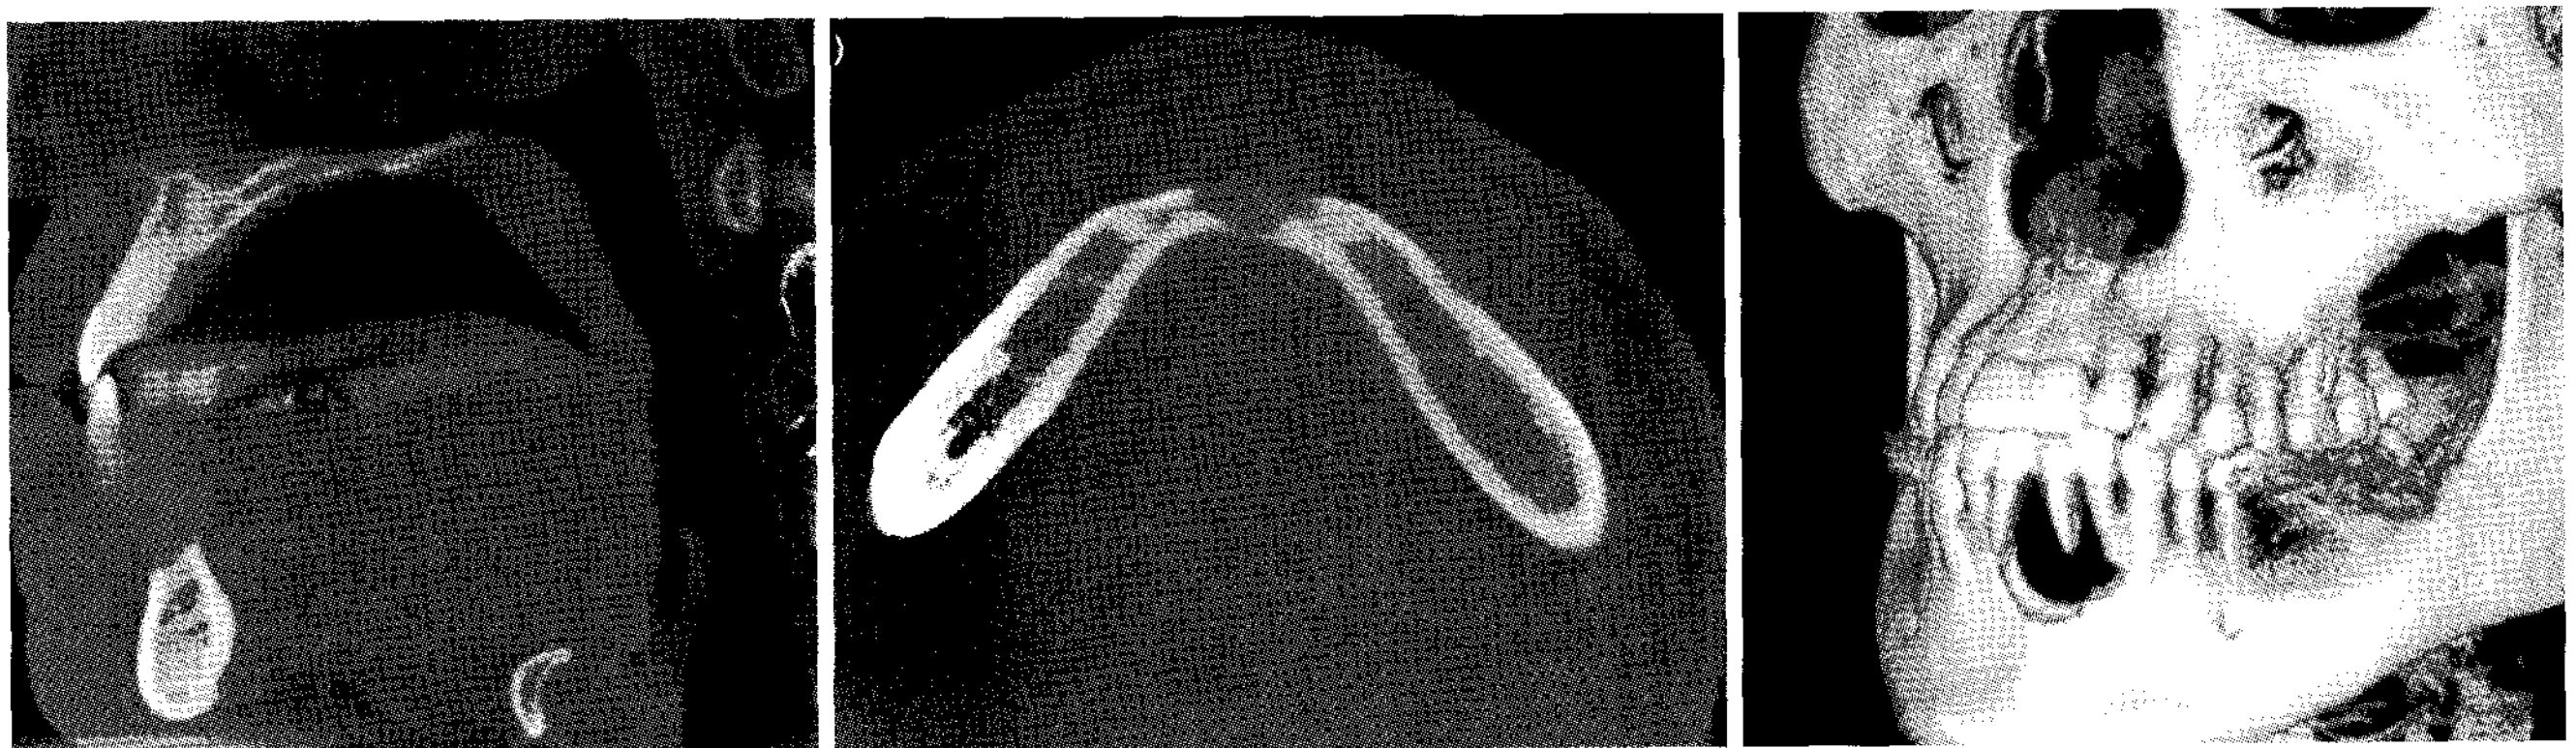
Computed radiograph shows well demarcated margin, no cortication, bucco-lingual and coronal bone expansion.
